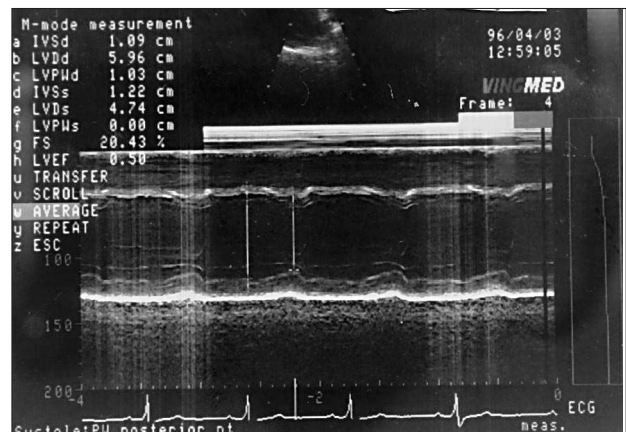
Ecocardiograma modo M tras el tratamiento.
